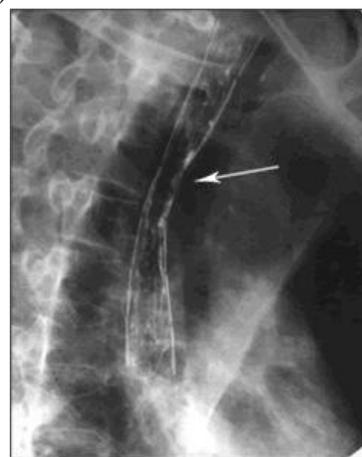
Рентгенограмма пищевода с
